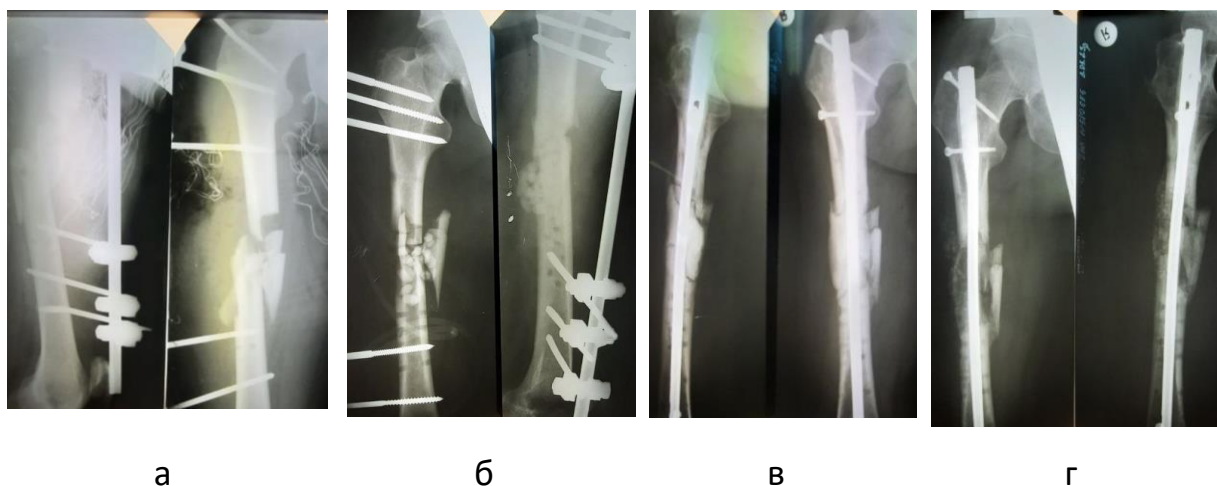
Рентгенограми хворого Ц.
